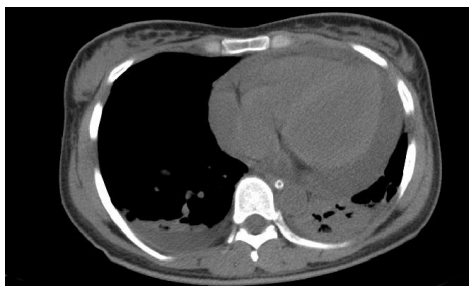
Tomografía simple computarizada de tórax donde se evidencia el derrame pericárdico severo y el derrame pleural bilateral.
